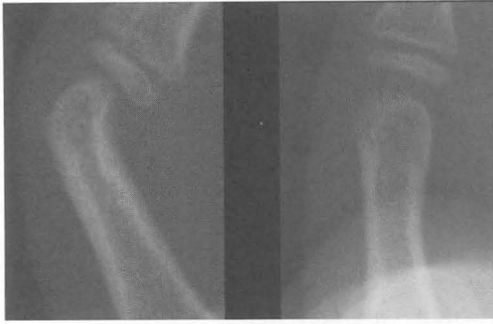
屈指症治療前 (a), 治療後 (b) の単純X線写真側面像. 7歳男児. 7歳3か月で手術.
